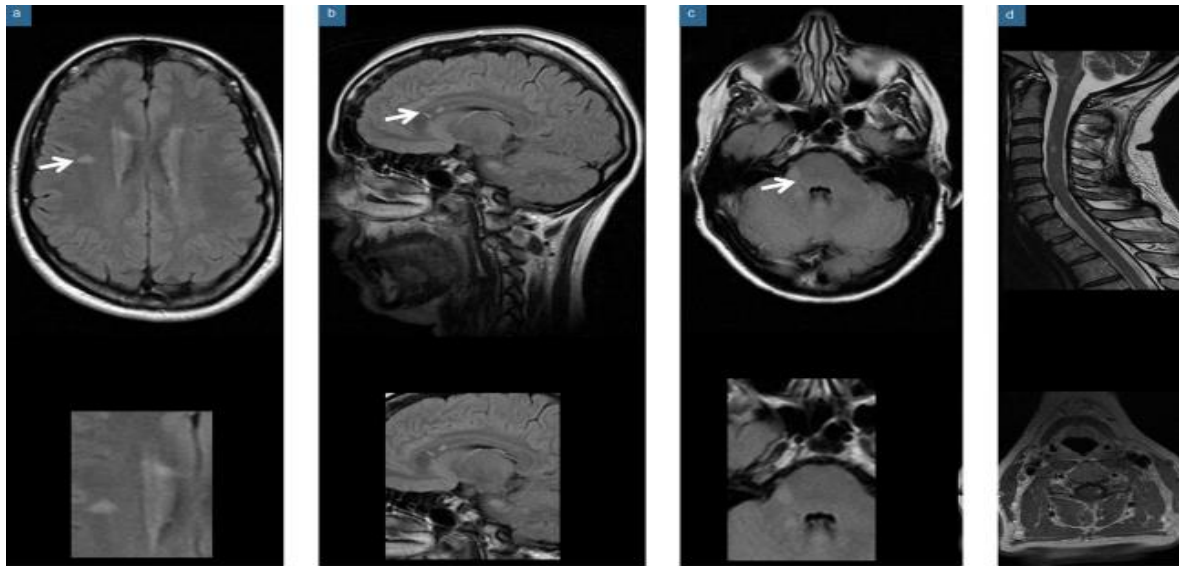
Lésions IRM caractéristiques de la SEP
